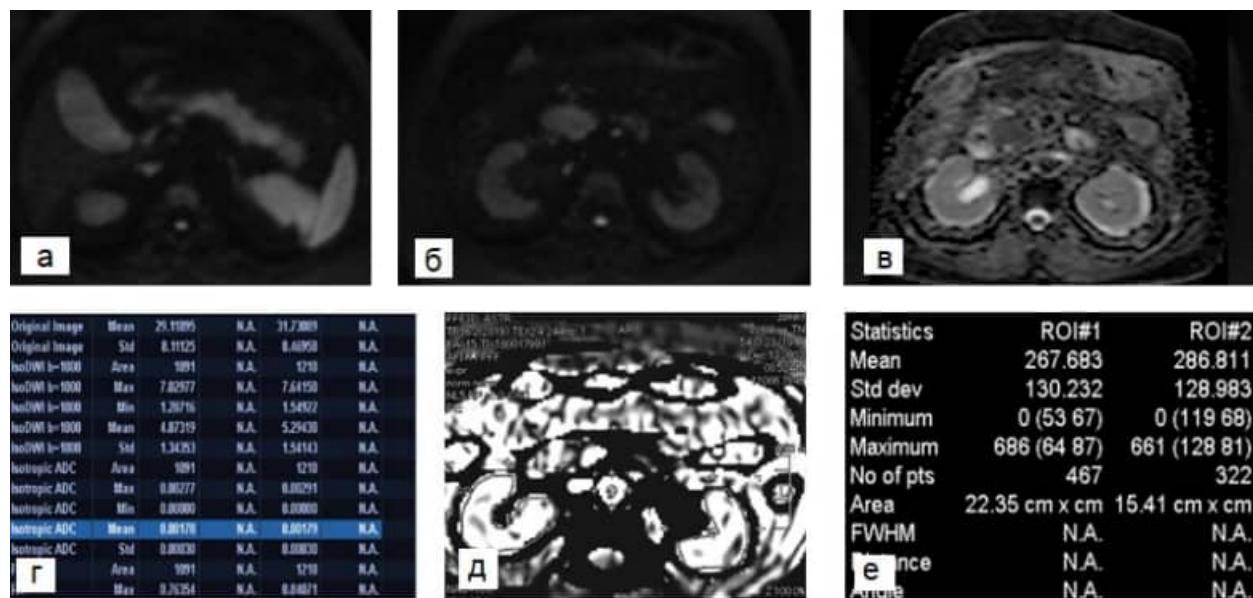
ДВИ и ASL-перфузия органов брюшной полости и забрюшинного пространства, пациент А., 56 лет, острый панкреатит. а – ДВИ поджелудочной железы. Отмечаются признаки ограничения диффузии (гиперинтенсивность сигнала). Оценка производится по интенсивности сигнала от селезенки, которая всегда ограничивает диффузию), б – ДВИ почек, в – Изотропные карты ДВИ почек (Iso DWI), сигнал по ДВИ так же гиперинтенсивен, г – Сводная таблица ДВИ почек, где ИКД правой почки (ROI1): $1,78 \times 10^{-3}$ мм 3 /с, левой почки (ROI2) = ИКД= $1,79 \times 10^{-3}$ мм 3 /с, д – 3D ASL-последовательность в черно-белом цвете в постпроцессинговой обработке, е – ASL – перфузия почек: правая почка (ROI1)=267,683 мл/100г/мин, левая почка (ROI2)= 286,811 мл/100г/мин
